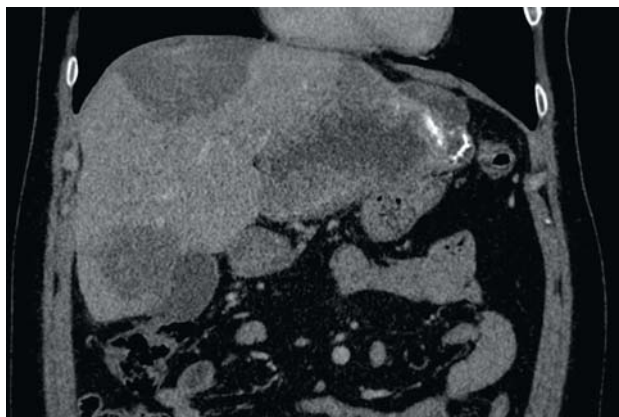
Компьютерная томограмма. Паразитарное поражение обеих долей печени. Коронарная проекция, нативная фаза.
